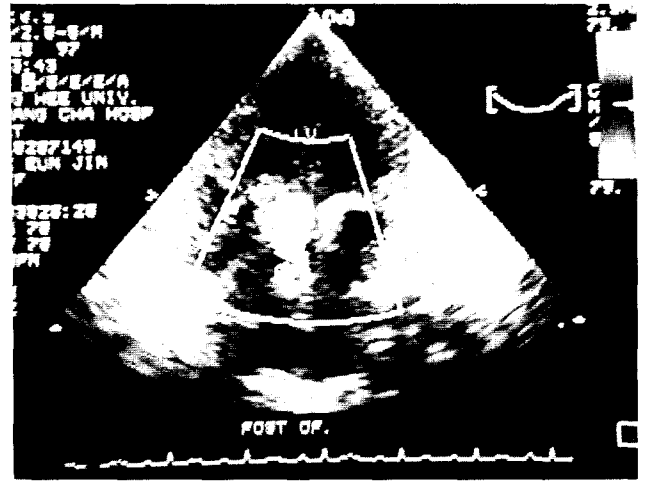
Postoperative transthoracic echocardiogram showed relieved subvalvular aortic stenosis and improved left ventricular contractility.
